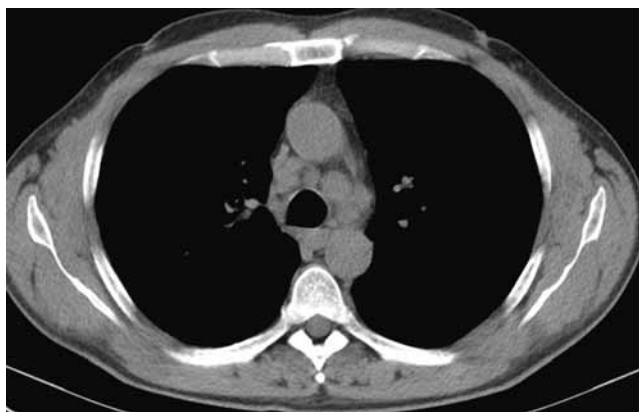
КТ легких (повторная). Заметна положительная динамика: легочная ткань обоих легких с признаками локального пневмосклероза в базальных отделах. Стенки бронхов утолщены, деформированы. Определяется утолщение костальной плевры преимущественно кортико-базальной локализации, жидкость в плевральных полостях не обнаруживается. Увеличенные лимфатические узлы
